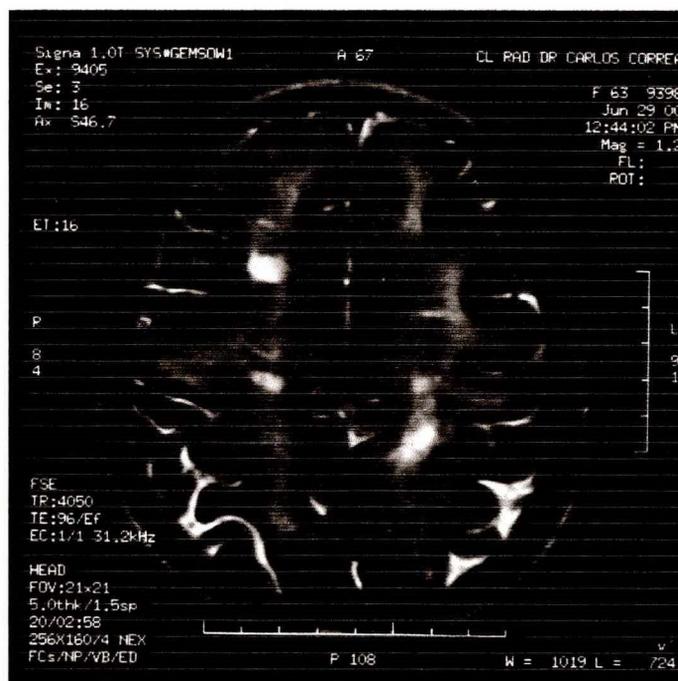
Lesões hiperintensas em substância branca subcortical e periventricular em imagem T2 de RM da paciente III-1.
